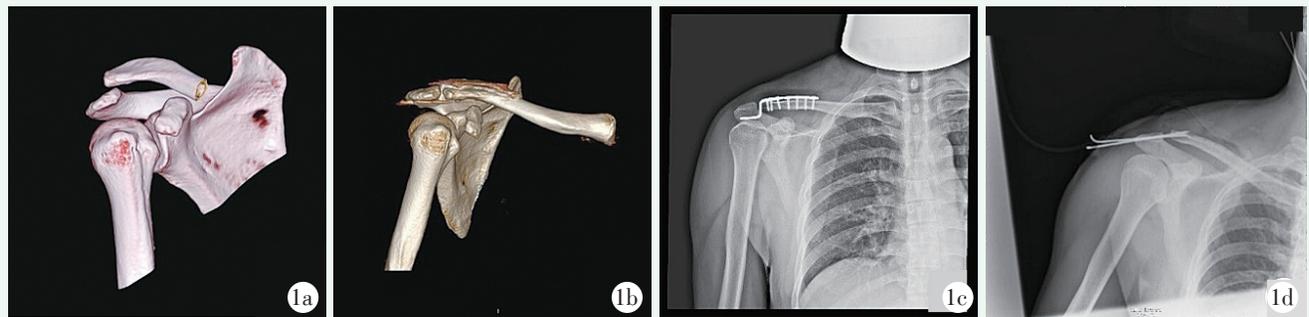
患者男性，48 岁，因肩锁关节脱位切开复位内固定术感染行清创术内固定物取出。1a：术前 CT 三维重建示肩锁关节脱位；1b：术后 CT 三维重建示肩锁关节复位良好，内固定位置可；1c：术后 X 线片示内固定物上缘可见低密度影；1d：清创术后克氏针固定。
